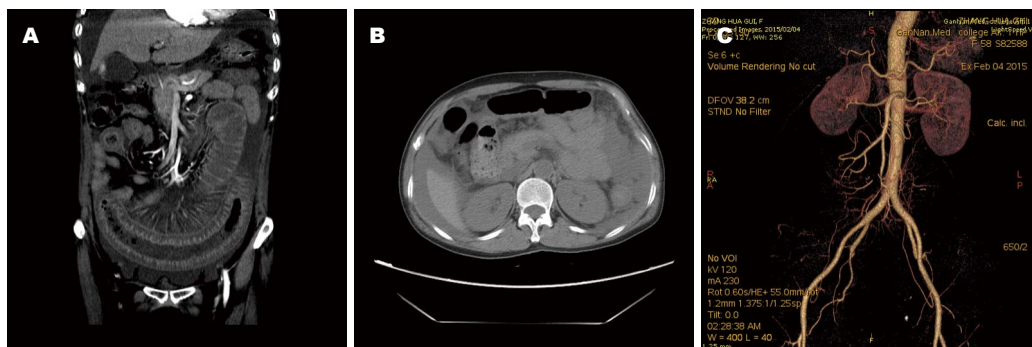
病例检查图片. A: 腹部CT提示绞窄性小肠梗阻; B: 腹部CT提示腹盆腔积液、积血; C: 腹部CTA提示肠系膜上动脉通畅. CT: 计算机断层扫描; CTA: CT血管造影.
